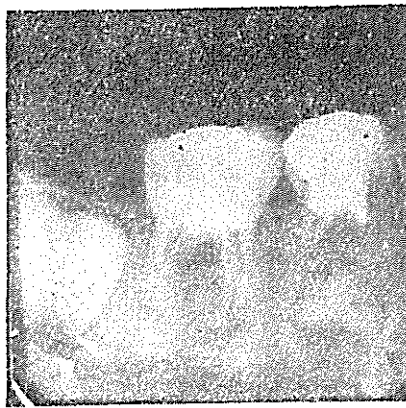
Roentgenography showing dissatisfactory appearance 6 months after treatment of lower left 2nd. primary molar.
